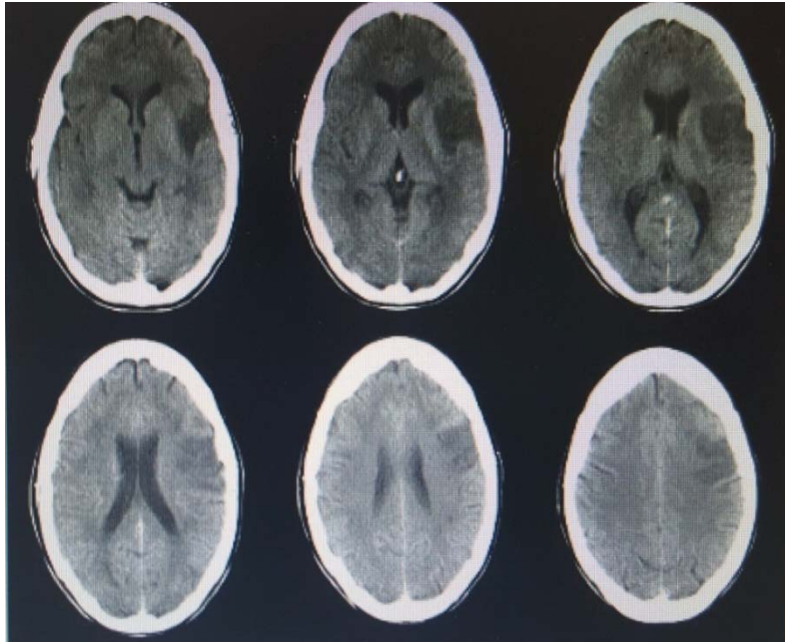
TDM cérébrale qui montre un AVCI sylvien gauche.
